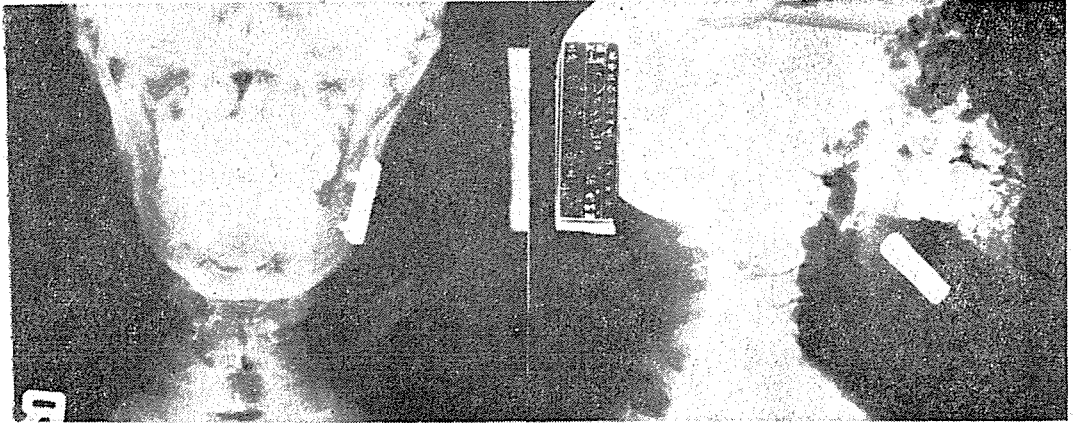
Preoperative roentgenograms. left: P-A view. right: mandible oblique lateral view. Note the median line shifting.
